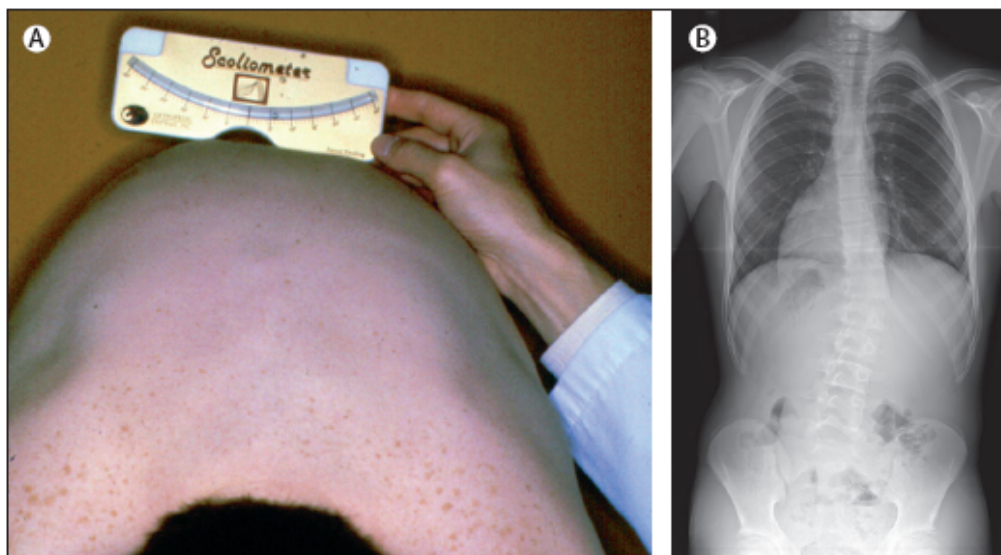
Screening e diagnosi di scoliosi mediante scoliometro (Nota 1) e radiografia. A. Misurazione della rotazione del tronco con uno scoliometro con paziente in posizione di flessione anteriore. B. Posteriore anteriore in un ragazzo di 13 anni, con un angolo di Cobb di 30 gradi.
